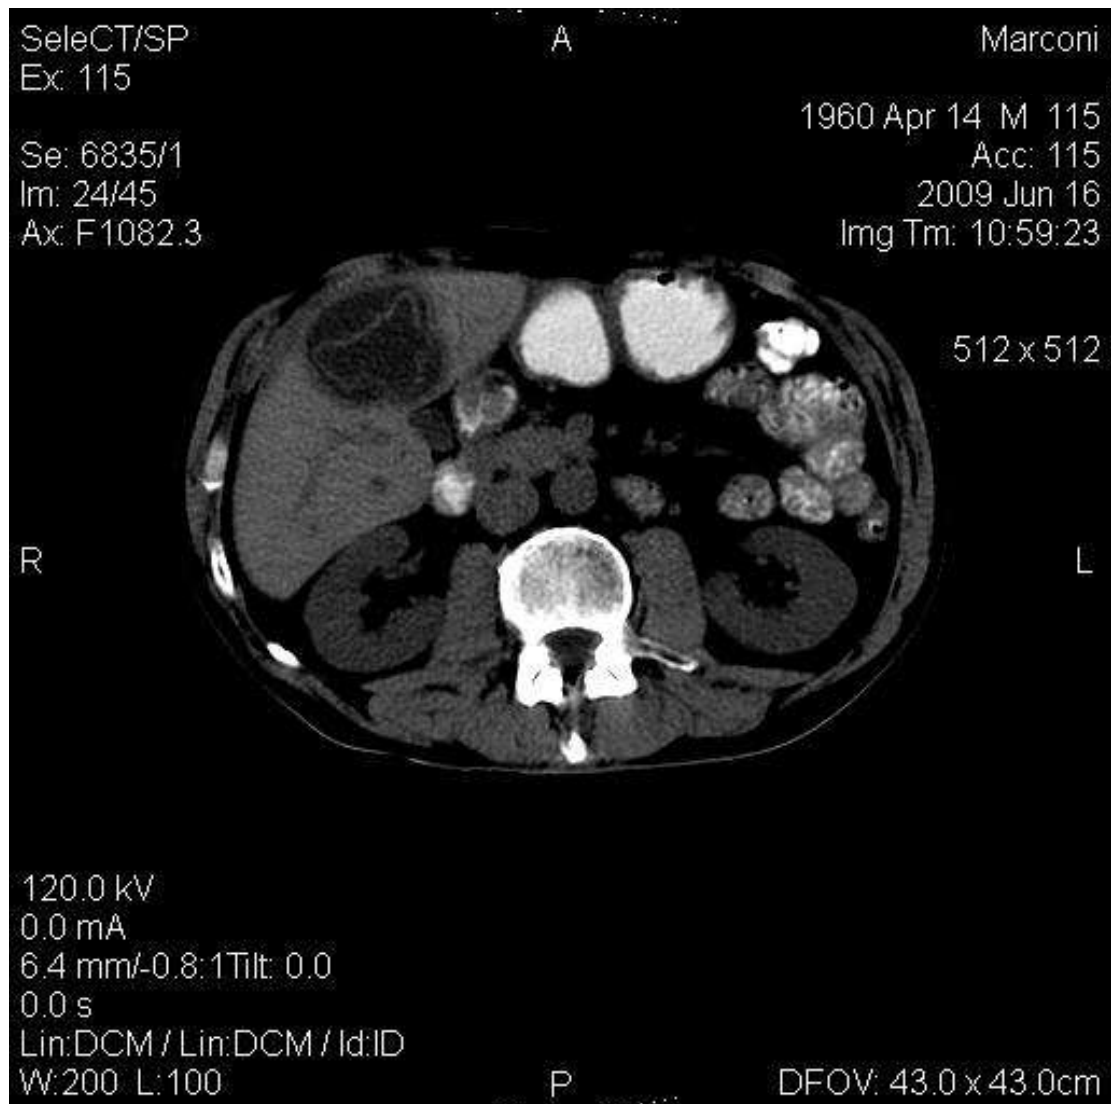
КТ–ознаки ехінококової кісти печінки (пацієнт Ч., 49 роки).
